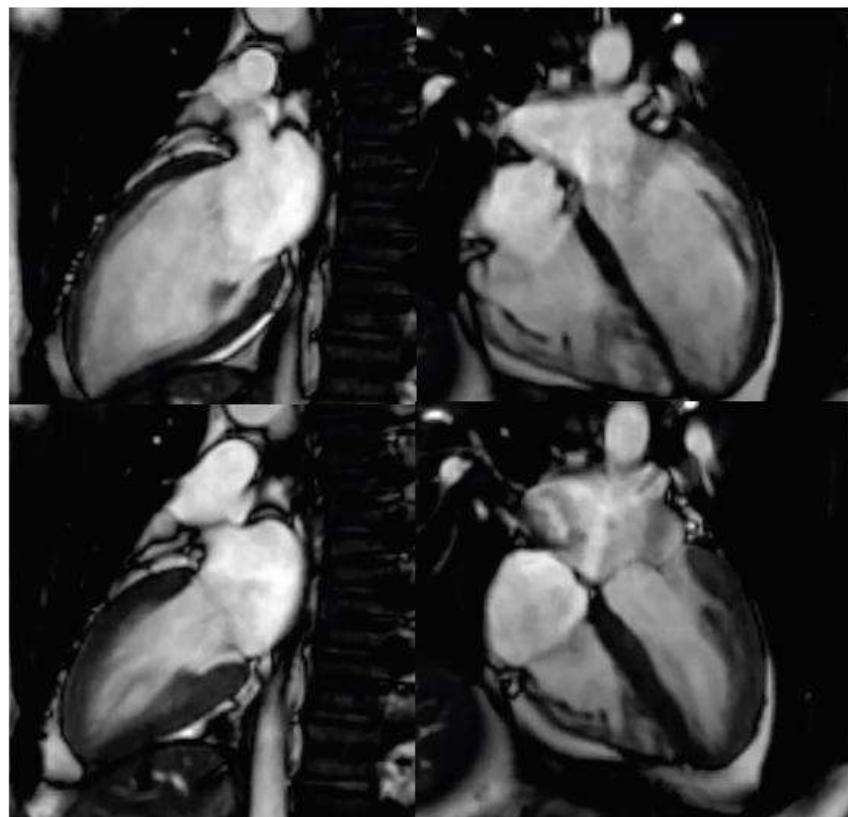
IRM cardiaque 2 cavités (à gauche) et 4 cavités (à droite) – analyse de la contraction segmentaire.
